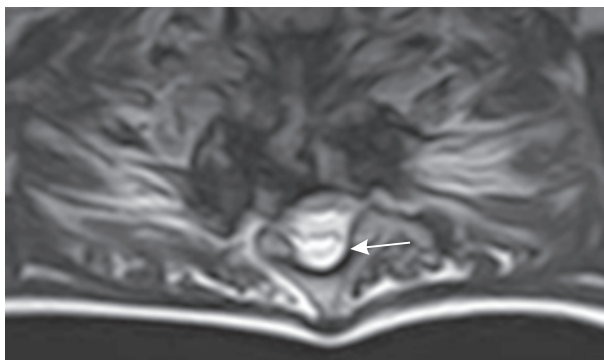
МРТ. Пациент Б., 18 лет. T2-ВИ, аксиальная проекция. Исход туберкулезного спондилита. Спинальный мозг подпаян к задней поверхности компретированных позвонков, истончен
